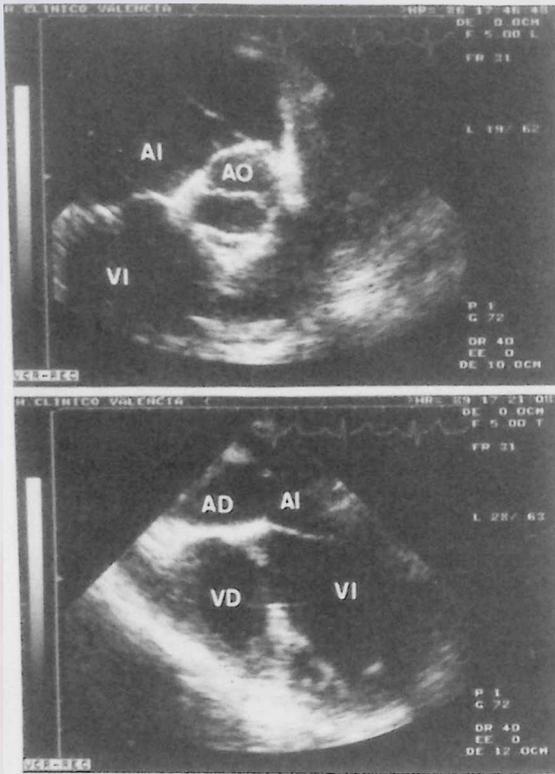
Ecocardiogramas transesofágicos: Arriba: Desde el plano valvular aórtico en la sección transversal se visualiza la existencia de dos únicas valvas en la válvula aórtica. Abajo: Imagen obtenida desde el plano de cuatro cámaras en la que se observa la ausencia de comunicación entre aurícula y ventrículos derechos. El ventrículo derecho aparece pequeño y de paredes engrosadas y a nivel de la porción membranosa del tabique ventricular se observa una solución de continuidad. Abreviaturas: como en las figuras anteriores.
